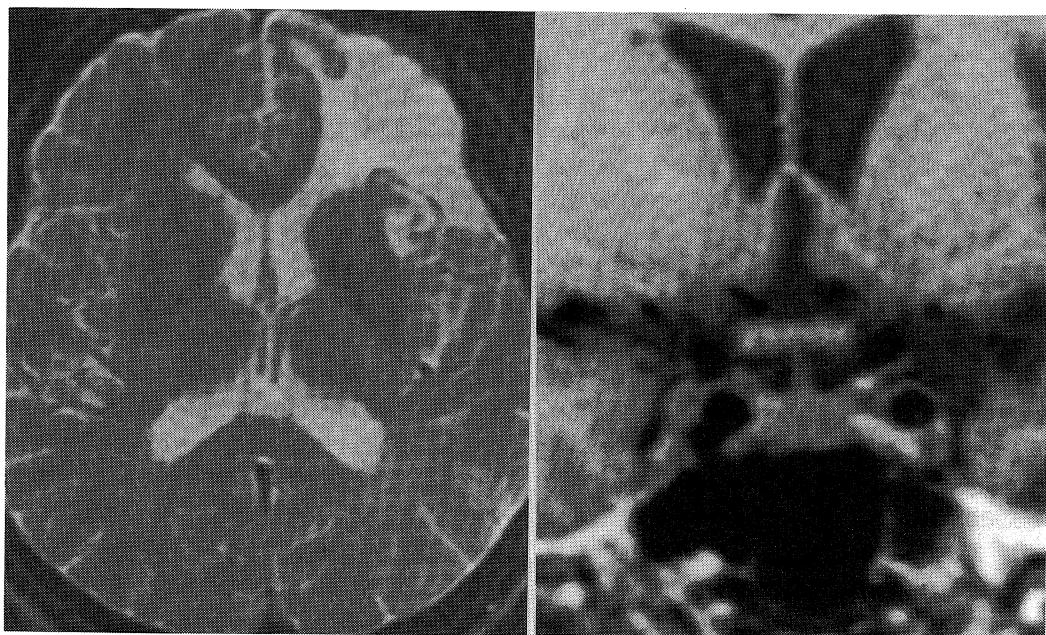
Magnetic resonance computed tomogram of brain.
